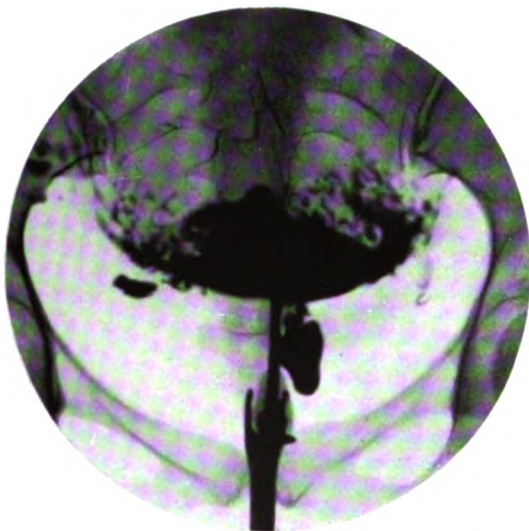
Utérus polyfibromateux chez une femme de 42 ans avec noyau du volume du poing enclavé dans le pelvis. Malgré l'injection de 40 cm. de lipiodol, la cavité utérine n'a pu être injectée. Le lendemain de l'injection, la malade a présenté des signes d'encéphalite; mort six jours après. A l'autopsie, on vit qu'il s'agissait d'un utérus polyfibromateux avec grossesse de 5 mois environ, ce qui explique l'image obtenue à la radiographie: le lipiodol s'est répandu au-dessous de l'œuf au niveau du segment inférieur. Malgré l'injection de lipiodol dans l'utérus, l'œuf était intact. L'évolution rapide de l'encéphalite est due probablement au fait qu'il y avait une grossesse. On sait, en effet, que celle-ci aggrave beaucoup le pronostic de l'encéphalite.
